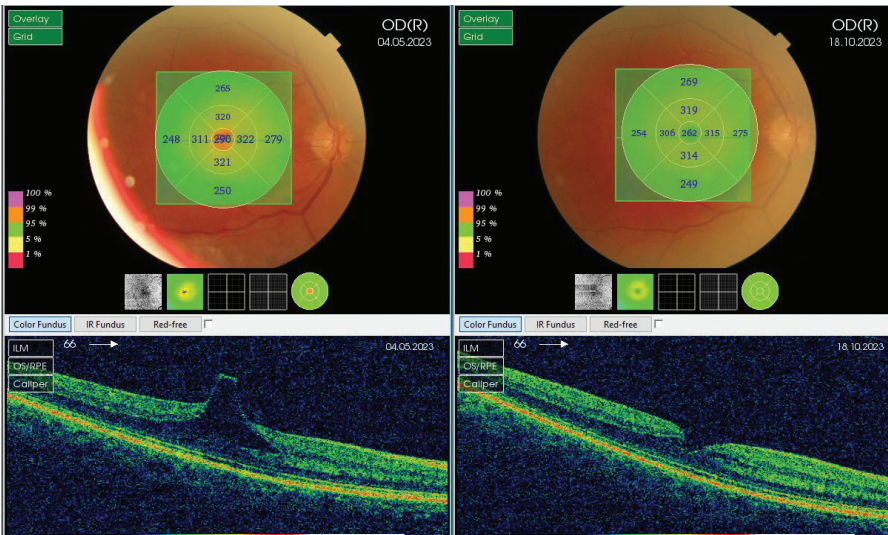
Механізм формування ламелярного макулярного розриву на оптичній когерентній томографії в динаміці. Вітреоретинальна тракція в центрі фовеа, що призвела до формування інтраретинальної кісти з подальшим самовільним розрешенням тракції та формуванням тракційного ламелярного макулярного розриву
